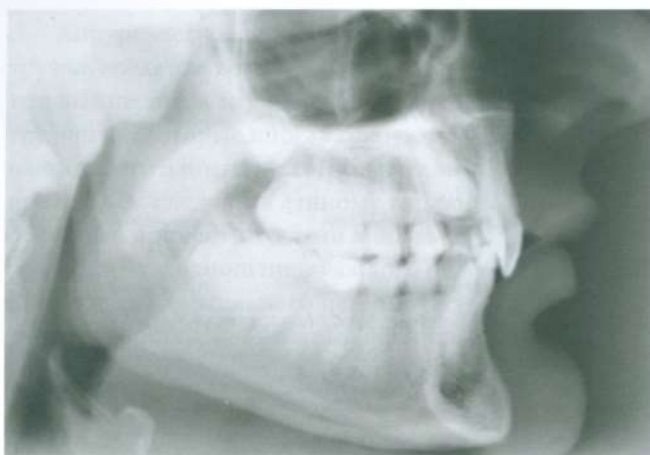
Боковая цефалометрическая рентгенограмма того же пациента, демонстрирующая небное положение ретенированных клыков
